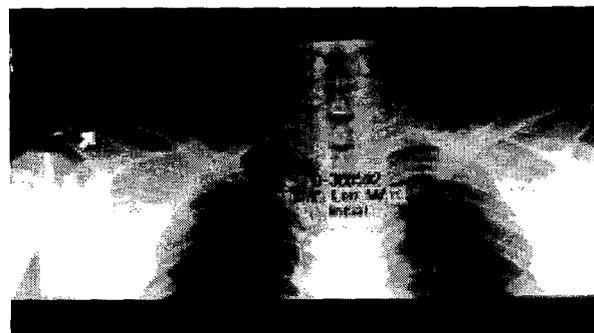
This is anteroposterior view of initial radiographic picture of both clavicle of case 2. The arrow indicates distal fracture fragment of the clavicle is attached to the acromion.
